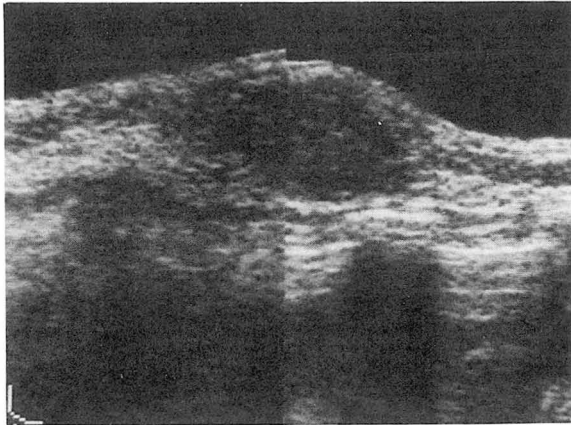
Metastatic adenocarcinoma from lung. Breast ultrasonogram shows ill defined round shaped homogeneous hypoechoic mass with posterior enhancement.
